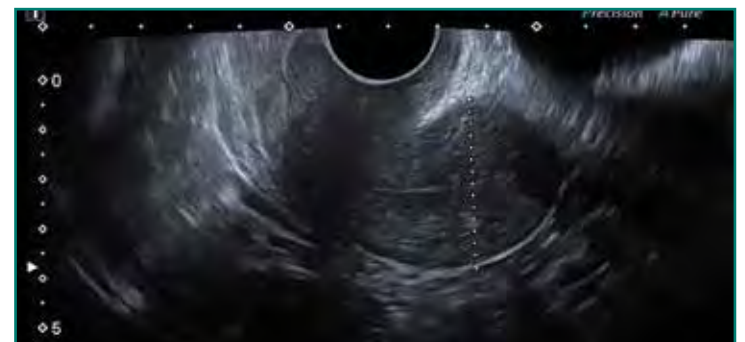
Ecografía transvaginal en mujer posmenopáusica. Corte longitudinal con endometrio lineal (normal).
